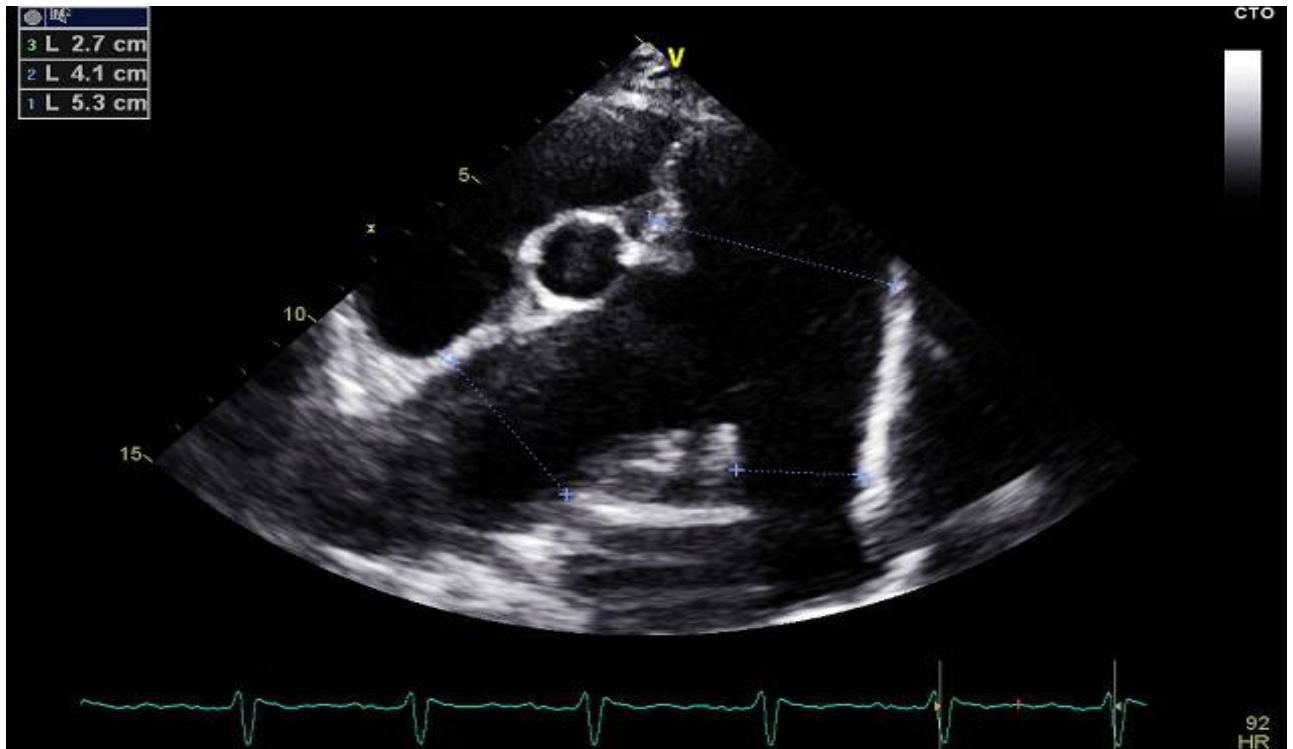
Coupe Parasternal petit-axe trans-aortique objectivant une dilatation importante du tronc de l'Artère pulmonaire et de ses branches.
